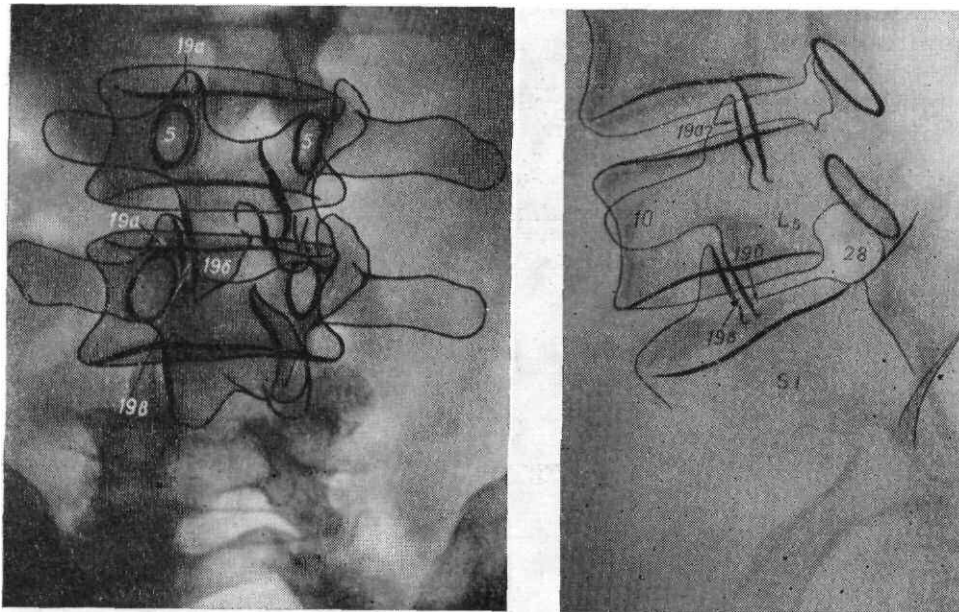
Рентгенограмма поясничных позвонков в косой задней проекции. 5 — ножка дуги позвонка; 19а— верхний суставной отросток; 19б— нижний суставной отросток; 19е — рентгеновская суставная щель дугоотростчатого соединения.
